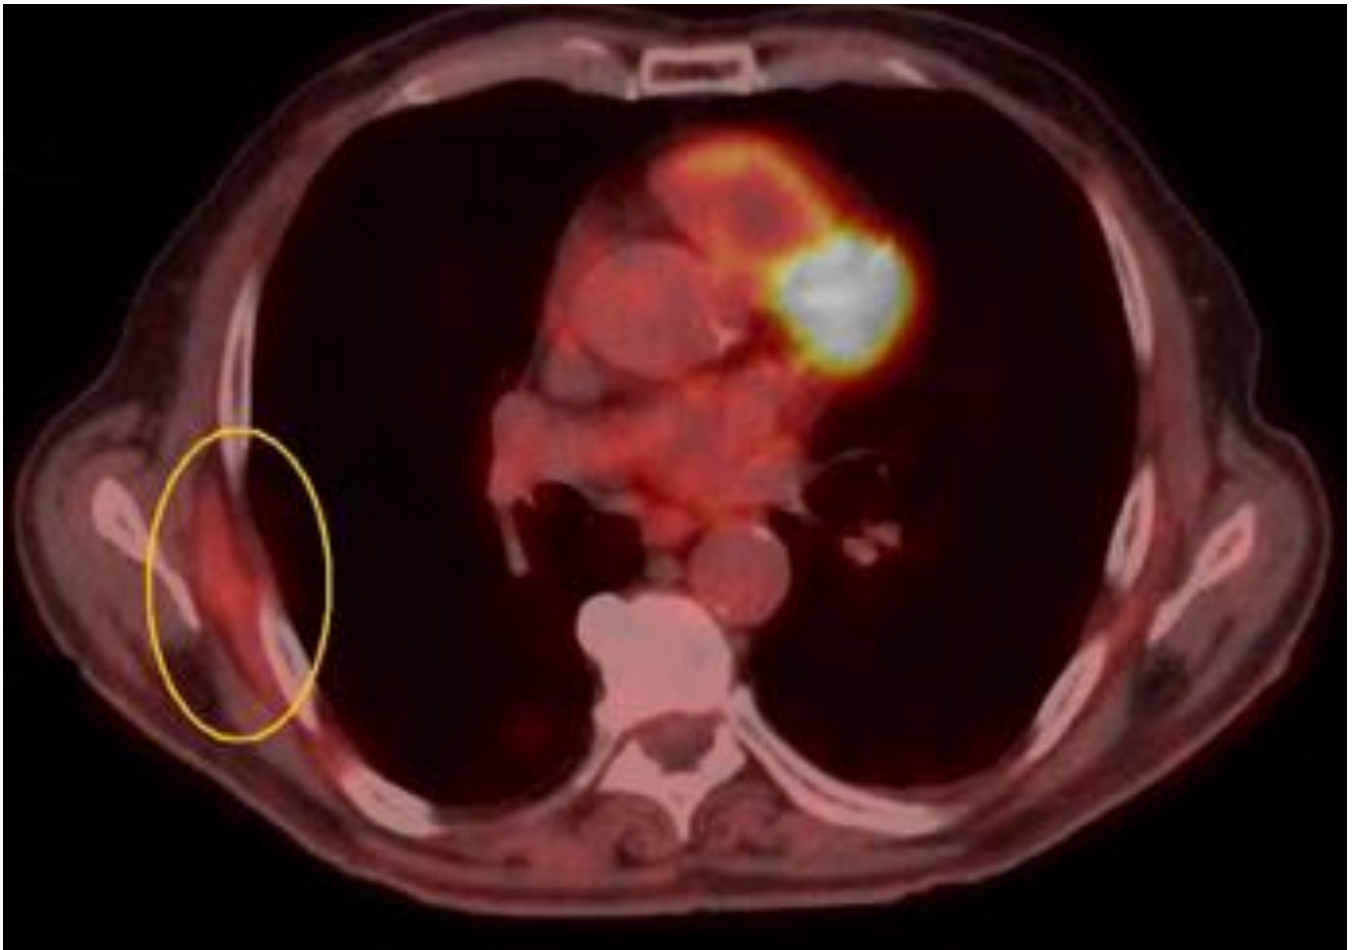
Elastofibroma dorsi: Tumor subescapular derecho con captación de FDG.
